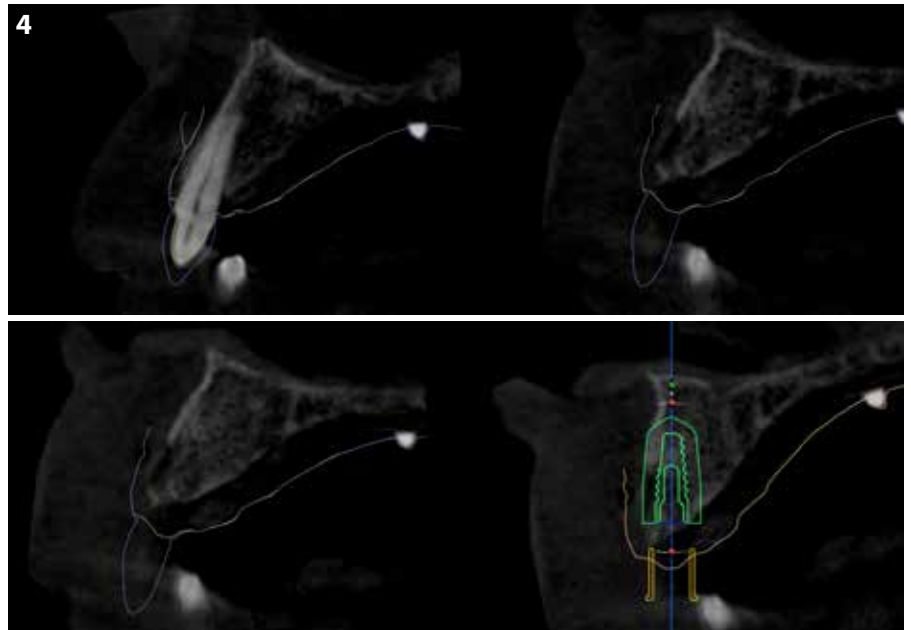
Intraorale Oberflächenscans (IOS) vor und nach der Entfernung der ursprünglichen MK-Brücke, die dem CBCT-Scan überlagert ist: Dies erleichtert die Planung der Implantation aus restaurativer Sicht (restaurative Implantatplatzierung).
